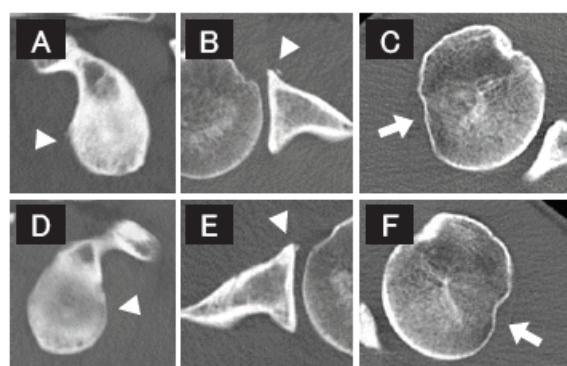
術前のCT画像 AB 右肩甲骨関節窩, C 右上腕骨頭, DE 左肩甲骨関節窩, F 左上腕骨頭. (矢頭 関節窓前線, 矢印 Hill-Sachs損傷)
